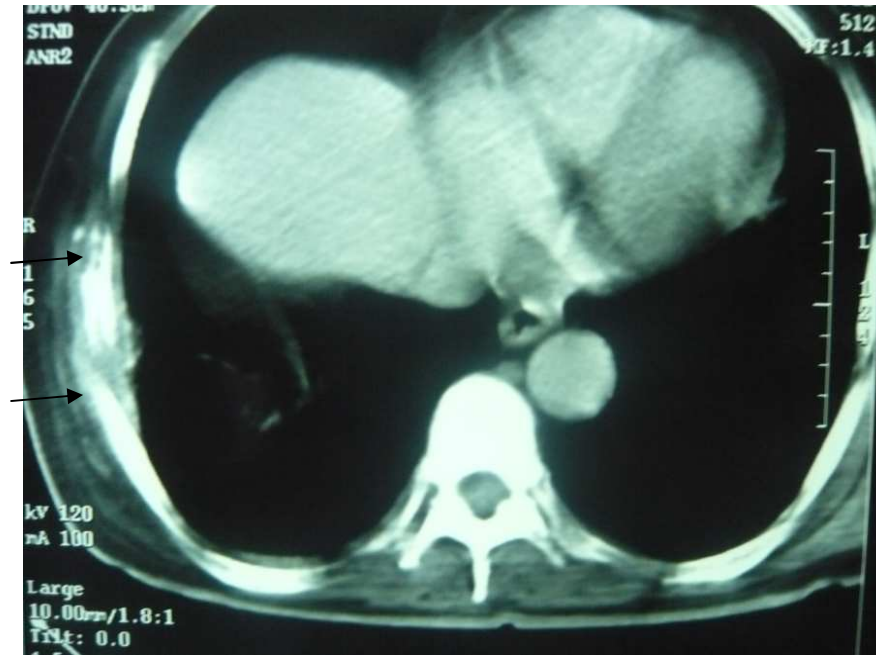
TDM thoracique montrant un épaississement pleural basi-thoracique droit avec ostéolyse d'un arc costal latéral droit et épaississement des parties molles.(métastase costale) (flèches)
